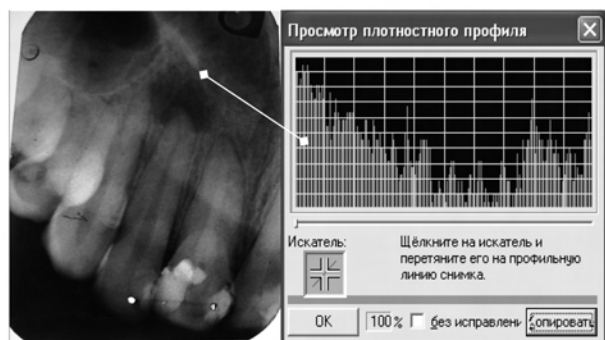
Динамика рентгенологических изменений 12-го зуба пациентки В.
